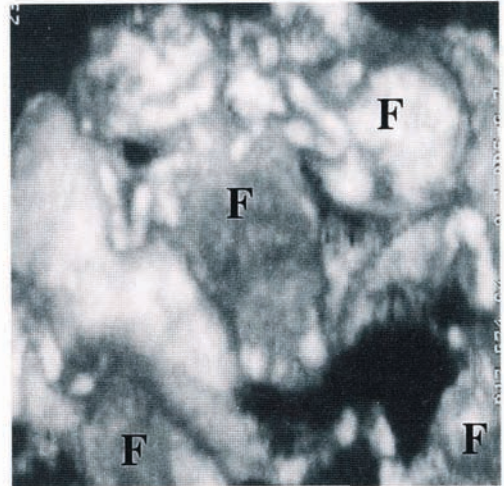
妊娠 16 週の 4 胎妊娠の 3 次元超音波像
